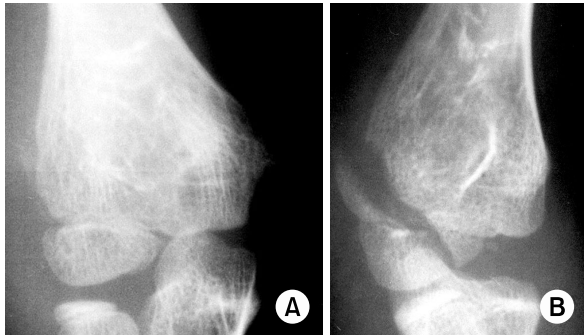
(A) Anteroposterior radiograph of the elbow, showing a Finnbogason type A fracture (stable). (B) Internal oblique radiograph of the same patient showing a Finnbogason type C (unstable) traversing the capitellum.
